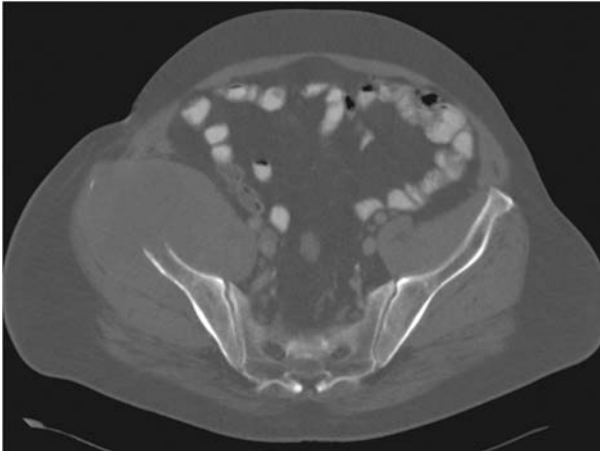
Imagen de tomografía donde se aprecia una gran masa tumoral dependiente de la pala iliaca derecha.
